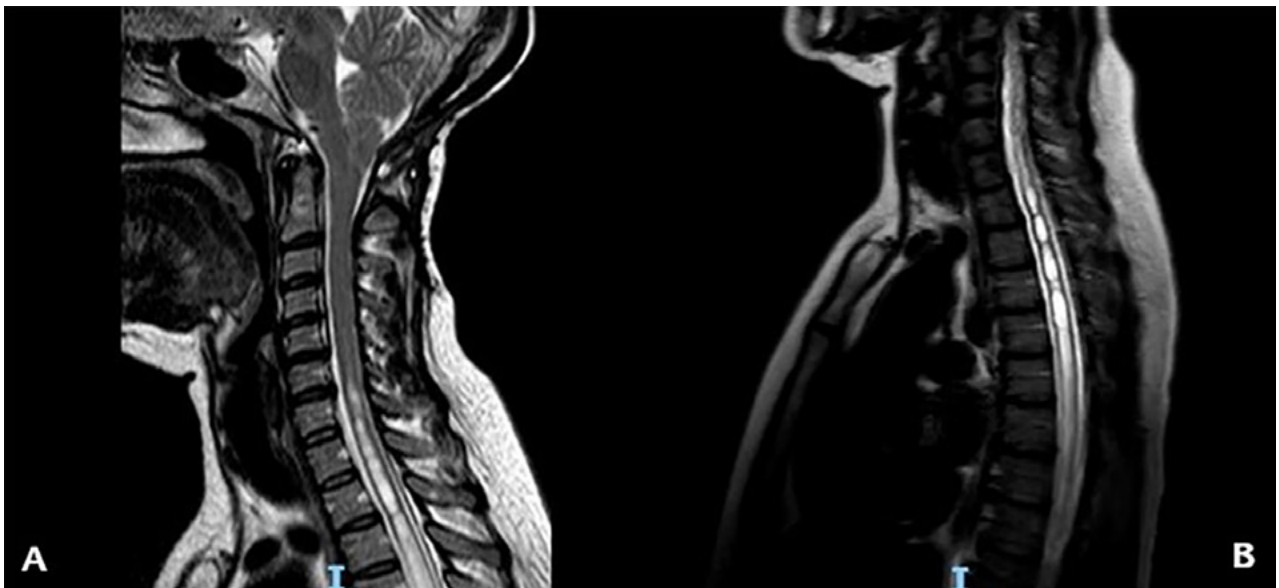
RM ponderada en T2 que muestra en (A) el descenso amigdalino y la siringomielia cervical y en (B) la extensión de la siringomielia a nivel torácico.
